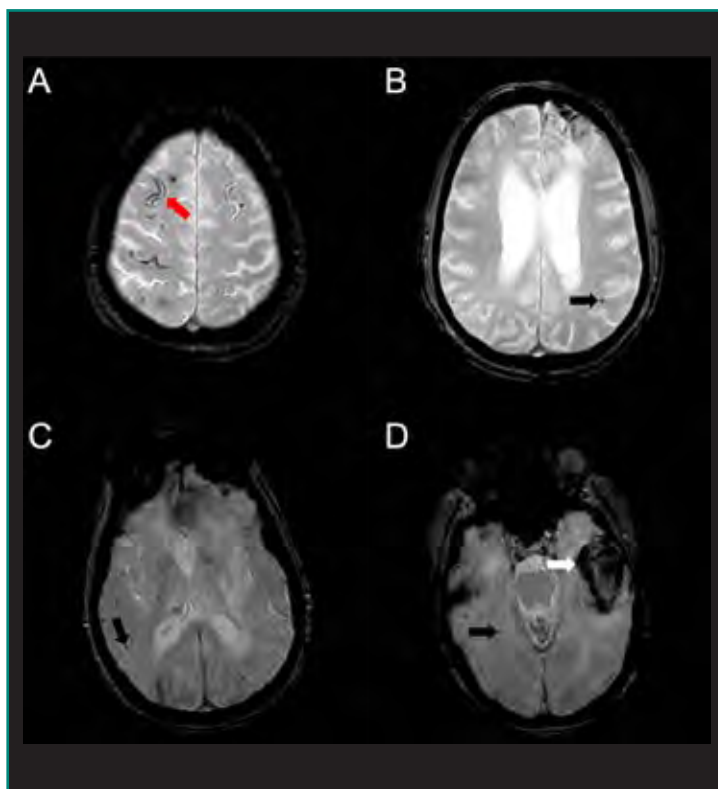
Imágenes axiales de RM, secuencias de susceptibilidad magnética. Hematoma lobar temporal basal izquierdo (flecha blanca), signos de HSA en surcos de ambas convexidades cerebrales (flecha roja) y microsangrados subcorticales lobares bilaterales (flechas negras) en paciente con AAC.
